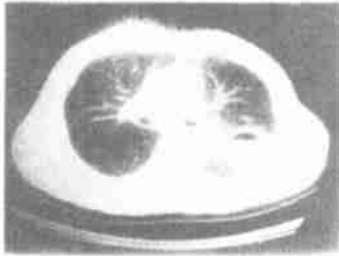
肺脓肿 CT像 WW 1200HU,WL - 600HU
